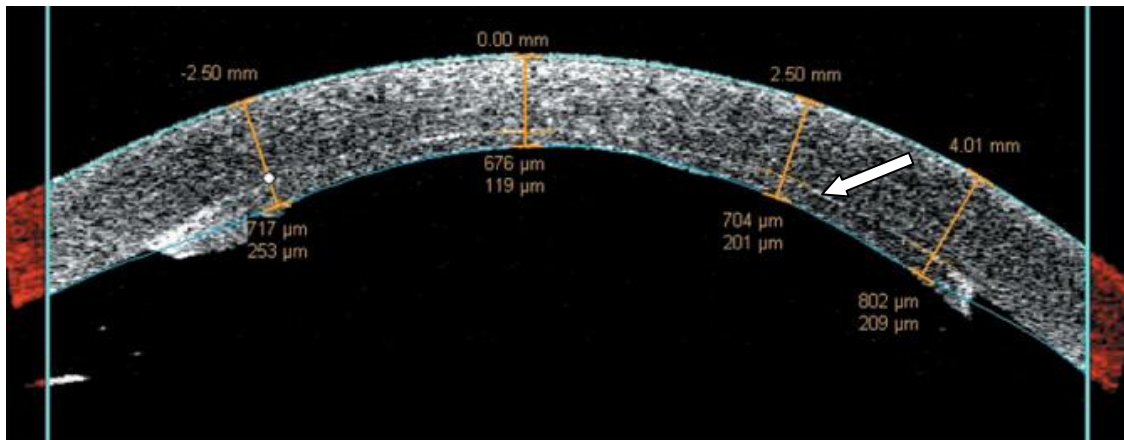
Utilidad de la tomografía de coherencia óptica en el seguimiento de las queratoplastias lamelares posteriores. Puede estudiarse la correcta ubicación del injerto, su grosor, así como la interfase (flecha).
